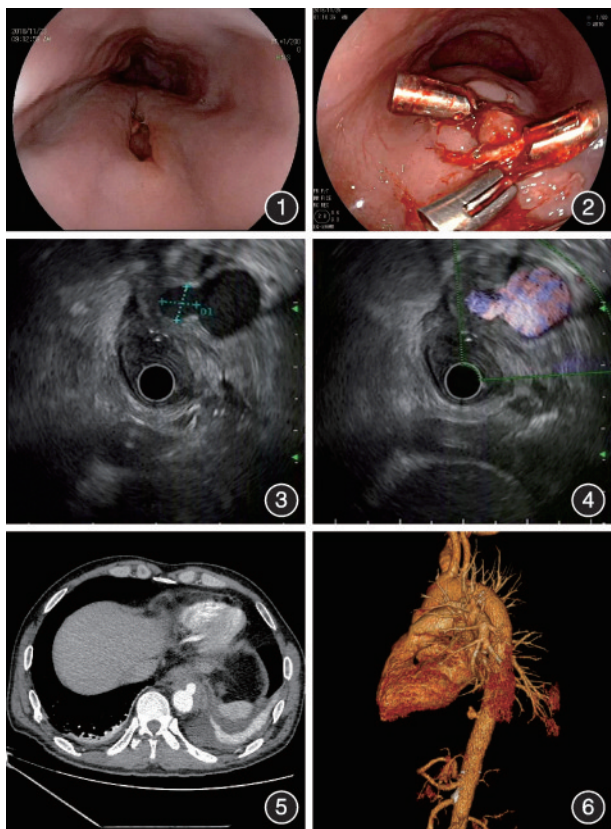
第1次出血后胃镜检查,可见距离门齿35~37 cm食管后壁一纵行损伤 图2 第2次出血后胃镜检查,和谐夹封闭裂口后仍有出血 图3 内镜超声检查可见降主动脉局部管壁缺损,并见一向外突出瘤体结构,横断面约1.07 cm×1.10 cm 图4 多普勒超声扫描病变内可见血流 图5 CT增强横断面可见降主动脉下段穿孔并假性动脉瘤形成,主动脉周围炎症渗出,临近主动脉局限性壁间水肿,并壁间少许积气 图6 CT血管造影血管重建可见降主动脉假性动脉瘤
